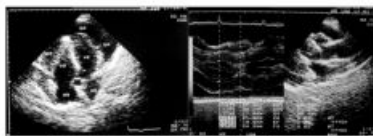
Ecocardiograma: Aumento acentuado da espessura miocárdica e moderado derrame pericárdico. Belém, 2022.
